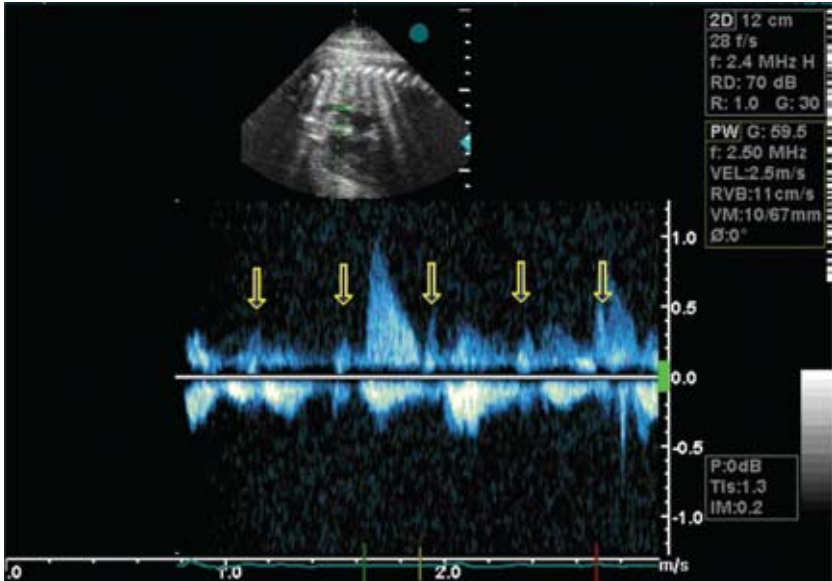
Doppler pulsado fetal registrando simultáneamente el flujo en aorta ascendente y VCS en un paciente con BAVC. (Las flechas señalan el flujo retrógrado de la VCS que corresponde a la contracción auricular).
